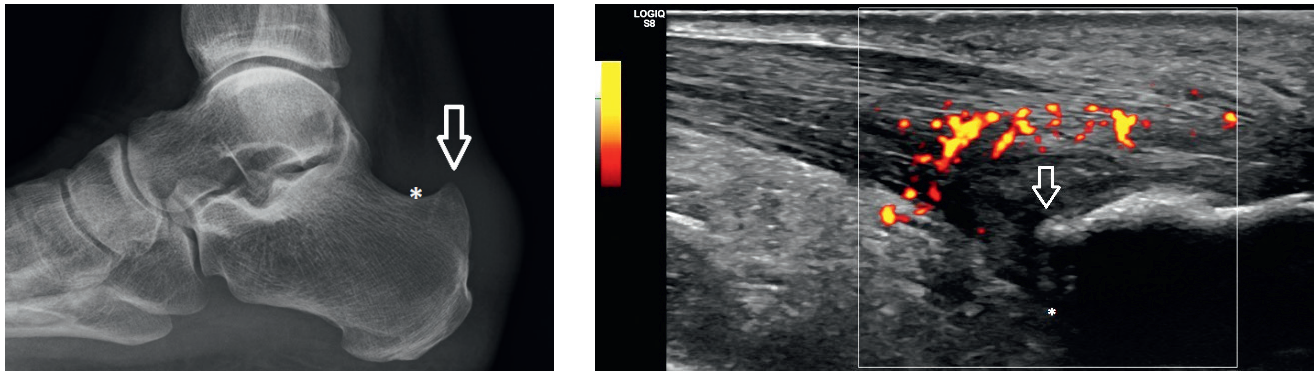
Links: Haglund-Exostose (Pfeil) im Röntgenbild (seitlich stehend), Rechts: Korrelat im dorsalen Longitudinalschnitt mit Überlappung des tiefsten Punktes des Tuber calcanei (*).
